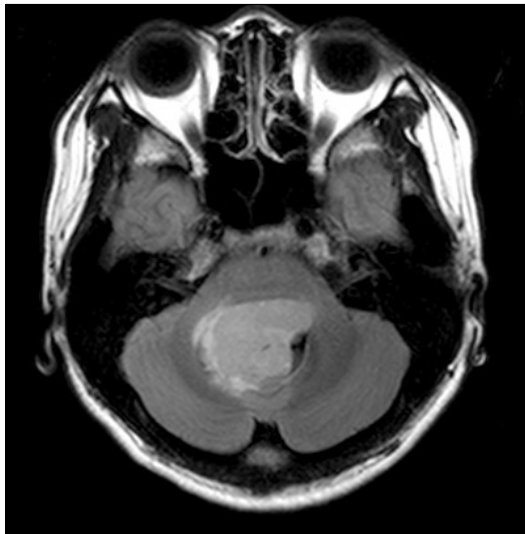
Brain MRI shows heterogeneous enhancing mass in the 4th ventricle.
